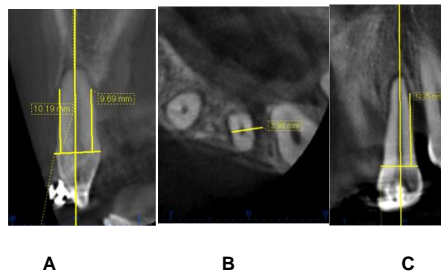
Tomografía final D 22A Corte sagital . 10B Corte Basal. 10C Corte Coronal.
